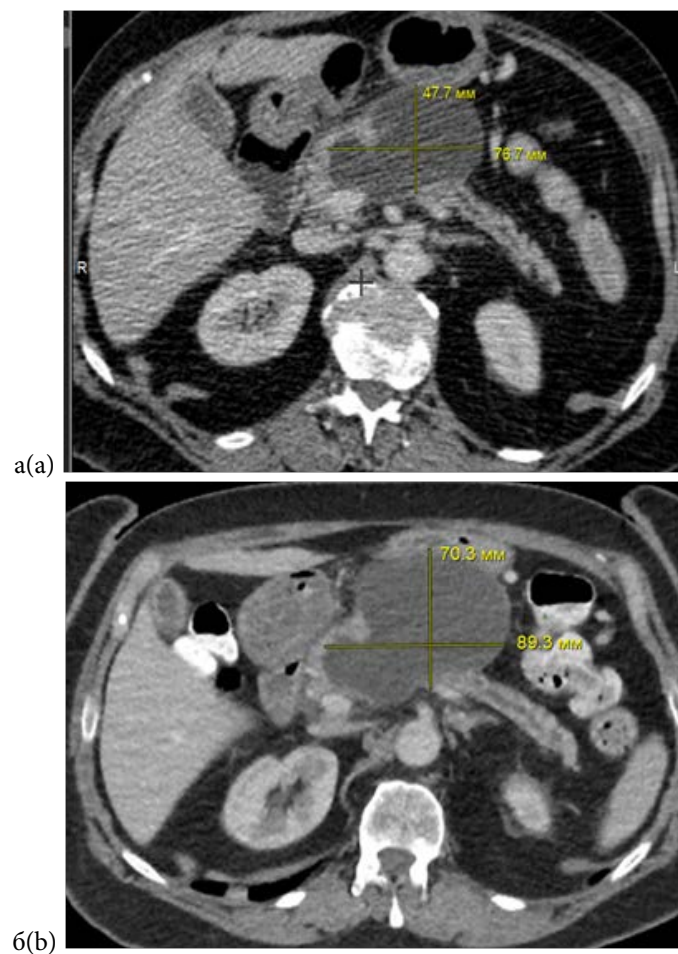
Компьютерная томограмма. Венозная фаза, аксиальная проекция. 5 (а), и 7 месяцев (б) от начала ОП. Полный дефект паренхимы области шейки ПЖ, замещенный ПК - красные стрелки, что свидетельствует о перенесенном некрозе 1 типа конфигурации, увеличение размеров ПК в динамике. Сохранная, накапливающая контрастный препарат, паренхима в области головки, тела и хвоста ПЖ (зеленые стрелки).
